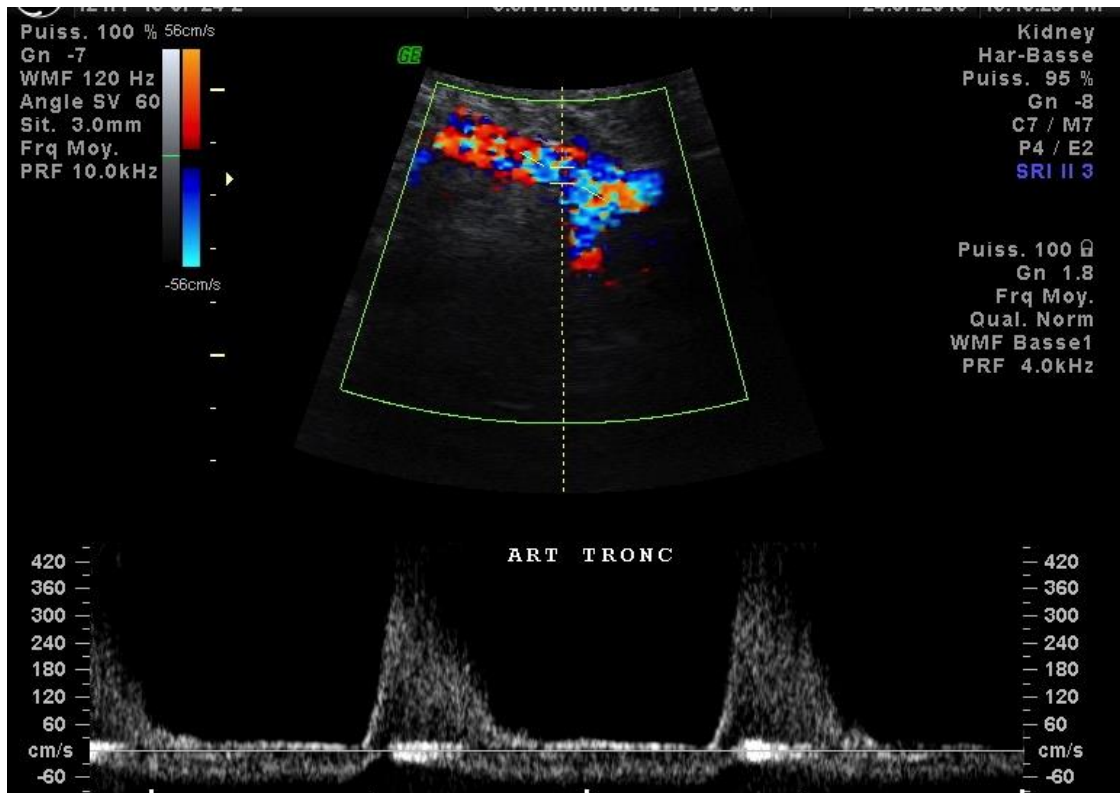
Échographie de l'artère du greffon couplée au Doppler couleur et pulsé:
